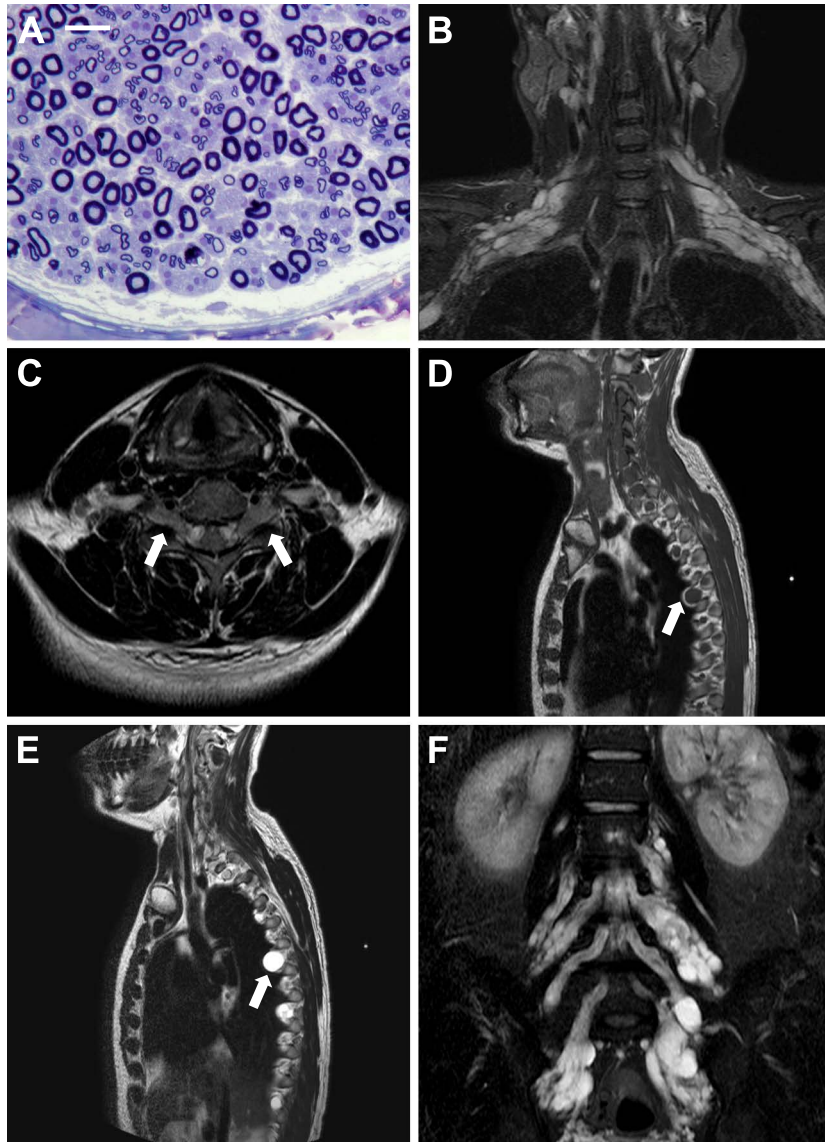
Pathological findings of the sural nerve biopsied 20 years ago and MRI findings of the brachial plexus, thoracic spine and lumbosacral plexus.
